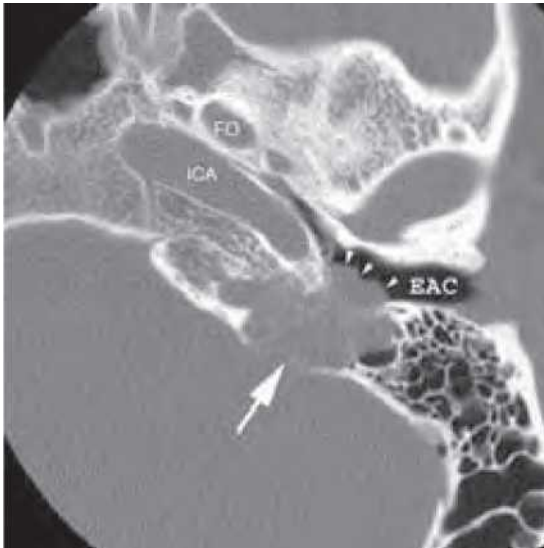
Paragangliom. A. Imagine axială ponderată T2 care prezintă o masă de țesut moale centrată pe foramenul jugular (săgeți albe) cu aspect de „sare și piper”. „Piperul” reprezintă semnale mici de vid vascular în această tumoră vasculară. B. Imagine axială post-litiu ponderată T1 de la același pacient, care prezintă o creștere aprinsă a acestei mase intens vascularizate (M). Observați relația strânsă cu artera carotidă internă anterioară (ICA) stângă deplasată anterior (săgeată albă). Bulbul jugular drept normal (Yug) (vârf de săgeată albă) este prezentat pentru comparație. C. Scanare CT axială cu fereastră osoasă la același pacient, care prezintă o leziune lobulată (săgeată albă) care a erodat osul apexului petros al osului temporal, procesul mastoid și canalul auditiv extern adiacent și s-a extins în hipotimpan (vârfuri de săgeată albe). Aceasta corespunde unui paragangliom glomojughotimpanic. FO, foramen oval; ICA, artera carotidă internă; EAC, canalul auditiv extern.
